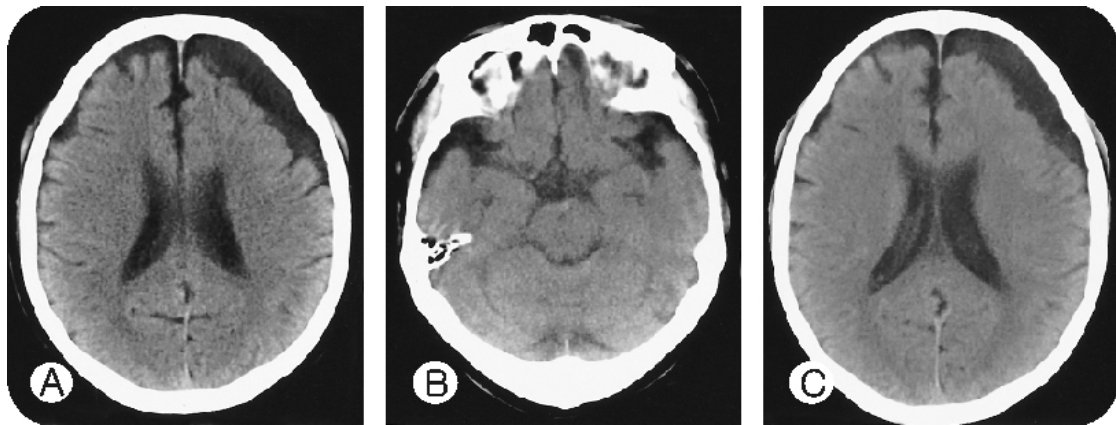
Initial brain CT after head injury demonstrated subdural fluid collection at frontal convexity(A) without any hemorrhage in suprasellar cistern(B), and showed the same finding after onset of ophthalmoplegia(C).
